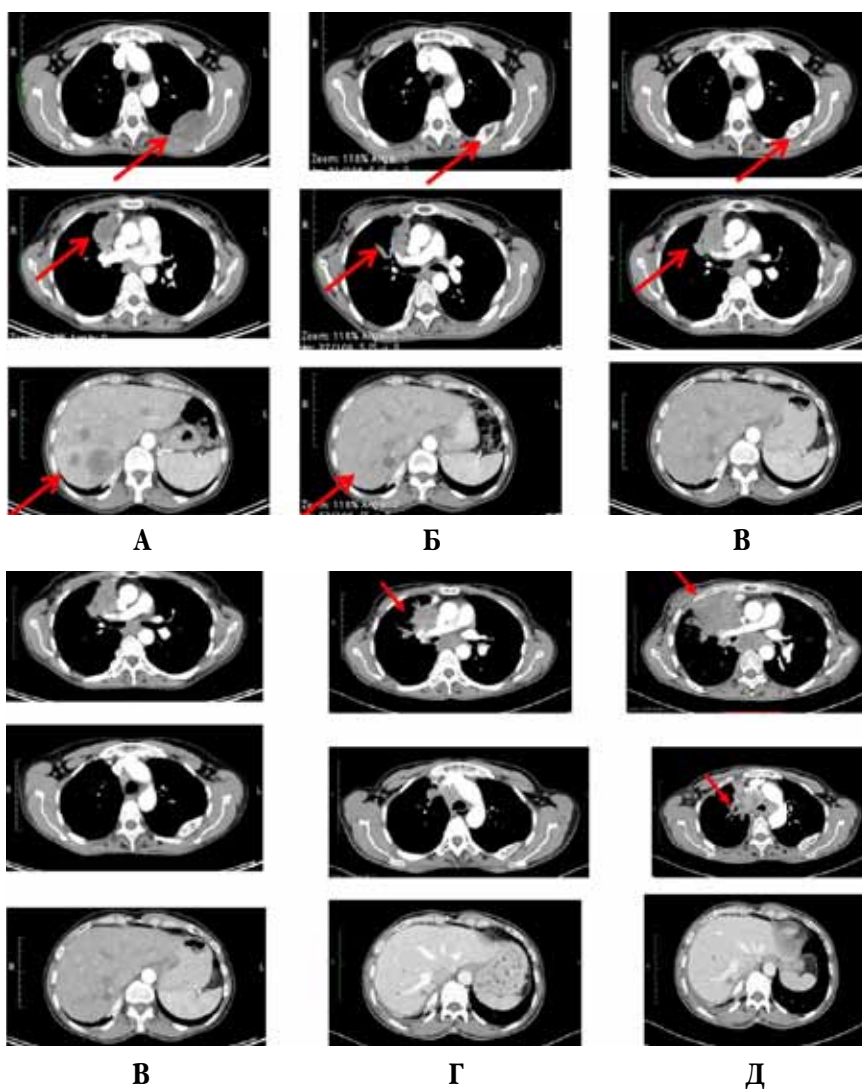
КТ органов грудной клетки на фоне лечения: А) до лечения; Б) 2 мес. на фоне терапии; В) 4 мес. на фоне терапии; Г) 6 мес. на фоне терапии; Д) 7 мес. на фоне терапии
